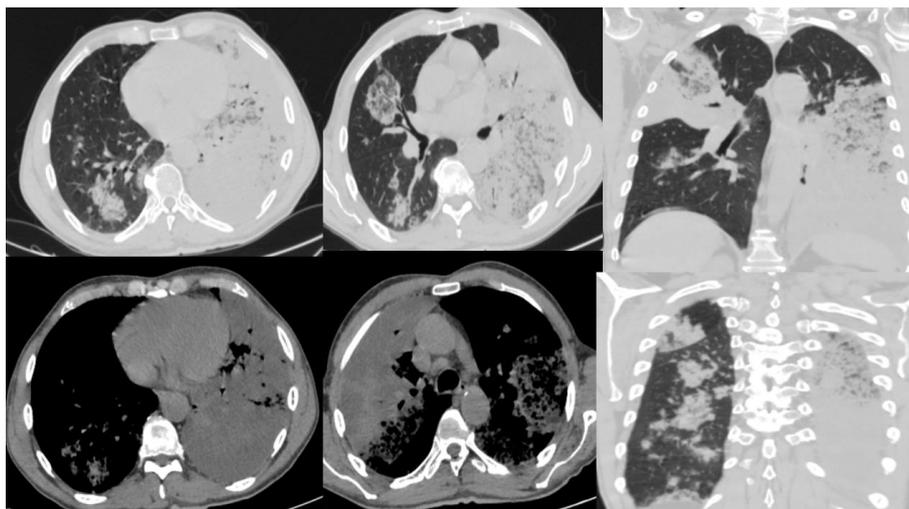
Спиральная компьютерная томография ОГК от 19.09.2024, срезы компьютерных томограмм в аксиальной и корональной плоскости. Выраженное увеличение объема участков уплотнения легочной ткани в динамике как по типу консолидации, так и по типу «матового стекла», с субтотальным поражением левого легкого. Внутригрудные лимфоузлы в пределах формальной нормы (до 10 мм по короткому диаметру)
